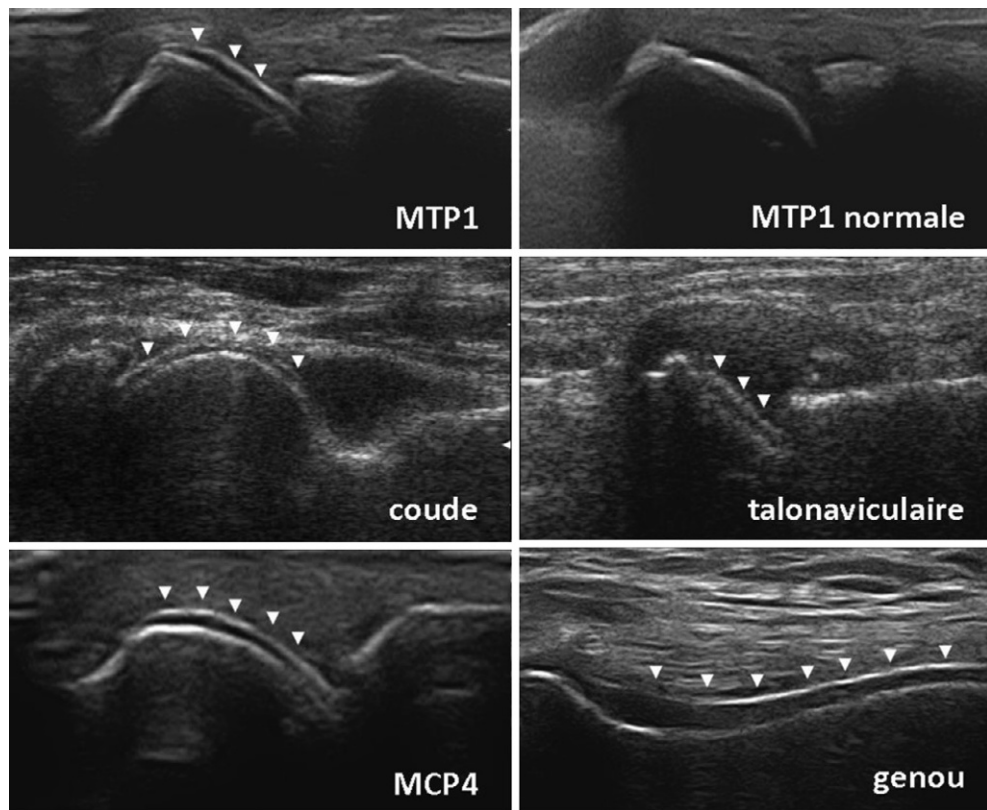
Aspects échographiques dits « en double contour » à la surface du cartilage (dépôts de cristaux d'urate).
